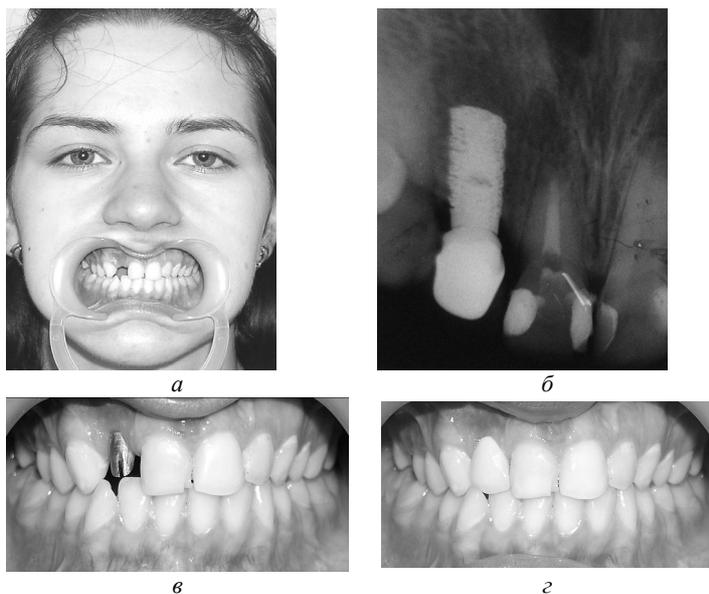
Состояние больной Б.: а – после ортодонтического лечения; б – после фиксации опорной головки имплантата; в – рентгенограмма после фиксации опорной головки имплантата; г – через 5 лет после ортопедического лечения
